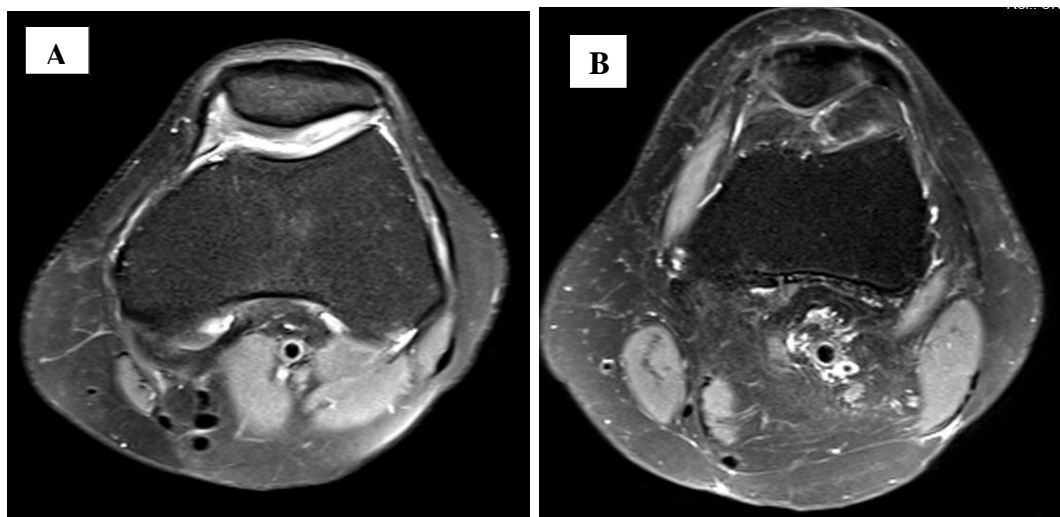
Imagens A e B – Grau I – Alterações difusas da cartilagem que reveste a patela, sem sinais de erosões condrais; Fonte: Banco de Dados de uma RM de alto campo da Clínica Campimagem.
